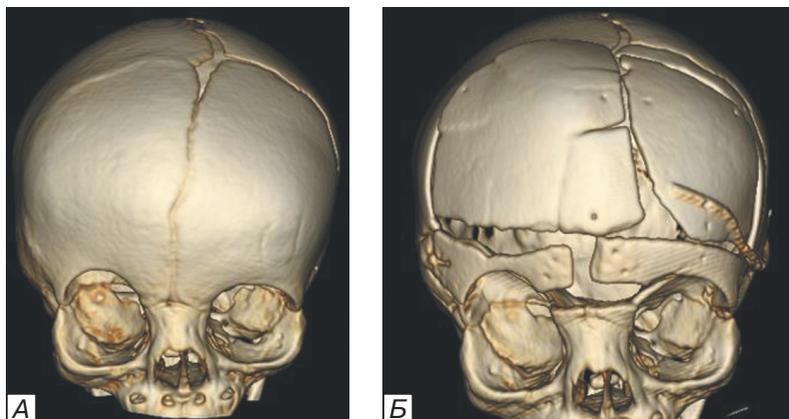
Ребенок С., 10 мес. МСКТ одностороннего коронарного КС. А — до оперативного лечения. Б — после реконструкции.
